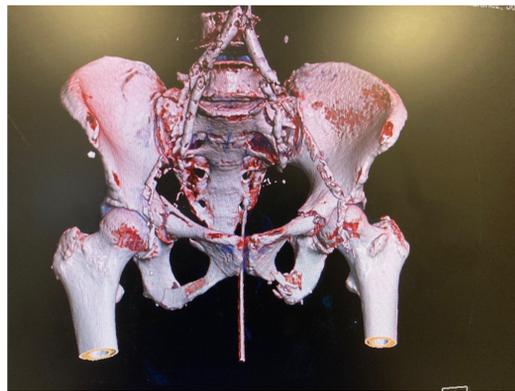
TC fracturas múltiples de pelvis
